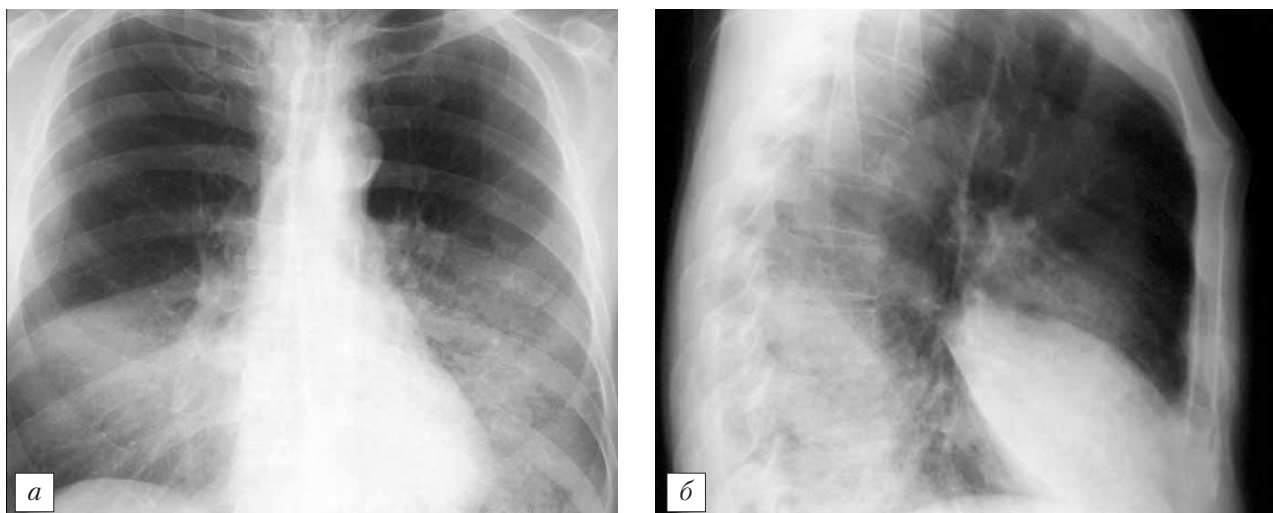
Рентгенограммы грудной клетки больного А. в прямой (а) и правой боковой (б) проекциях. Отмечается билатеральное затемнение средних и нижних отделов легочных полей.
